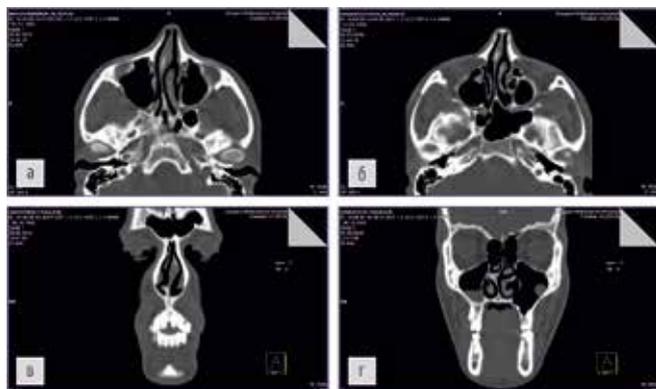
Компьютерная томография носа в 2 проекциях: а, б – аксиальный срез: перегородка носа искривлена вправо, костная часть спинки носа – пирамида – наклонена влево; в – фронтальный срез: CNOM искривлена вправо, образуя тем самым патологический костный гребень; г – фронтальный срез: на верхушке патологического костного гребня справа проецируется костный шип, в противоположной части наблюдается гипертрофированная нижняя носовая раковина
